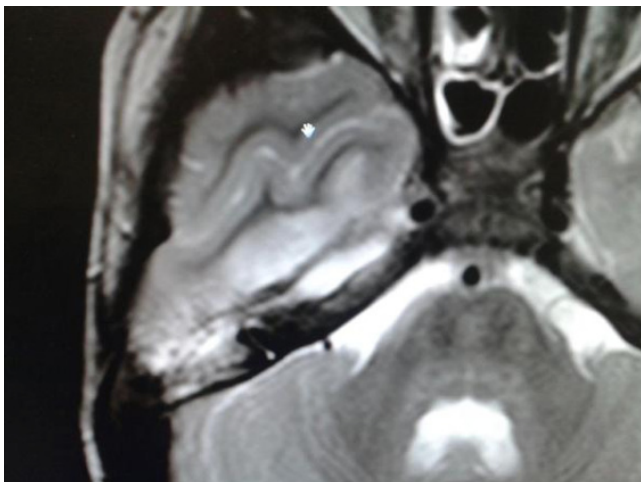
Imagen de RM donde se aprecia una colección de líquido en espacio subdural compatible con empiema.
